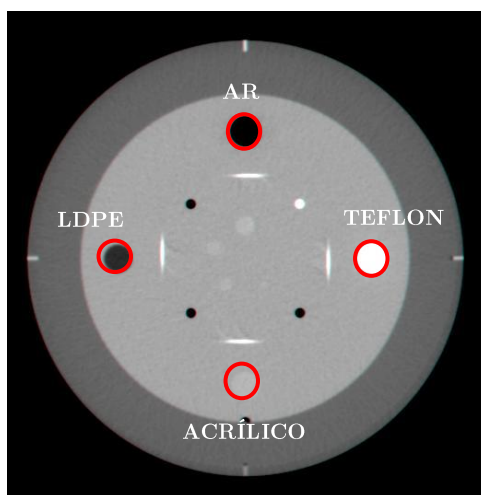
Visualização dos materiais presentes no módulo CTP 401 para o estudo da linearidade dos números de TC.
